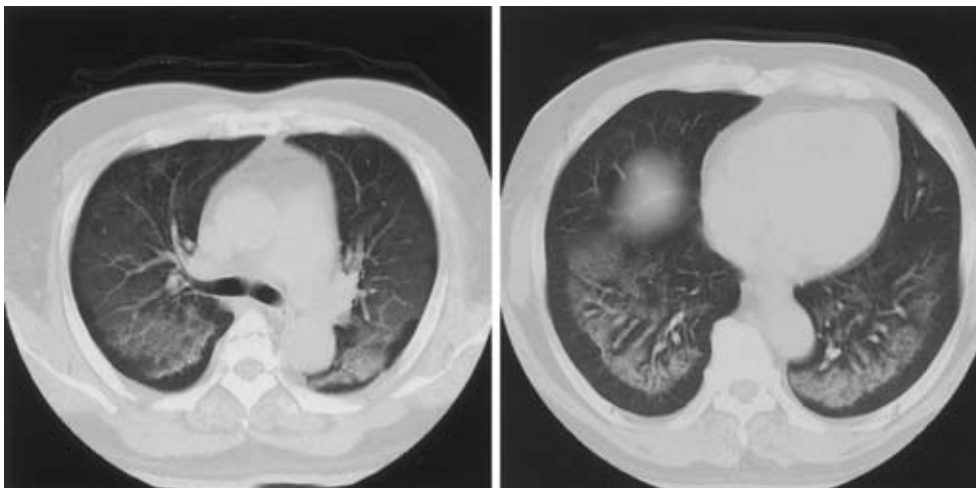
Chest CT on admission. A chest CT on admission shows a diffuse concentration increase with peripheral clear zones in bilateral lung fields, a typical finding of pulmonary edema.
